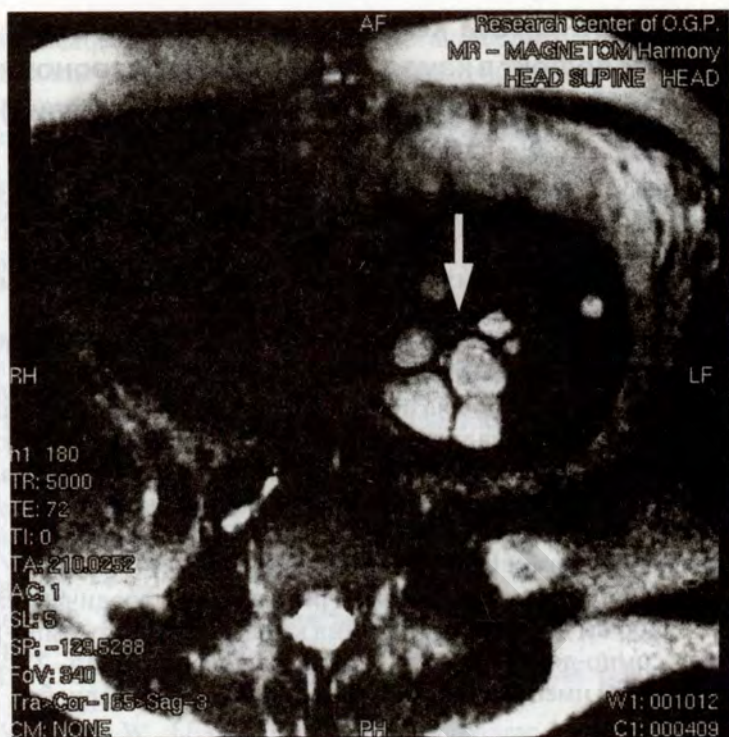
МР-томография. Мультикистоз единственной дистопированной левой почки. Мочевой пузырь и правая почка не визуализируются (32–33 недели гестации)
